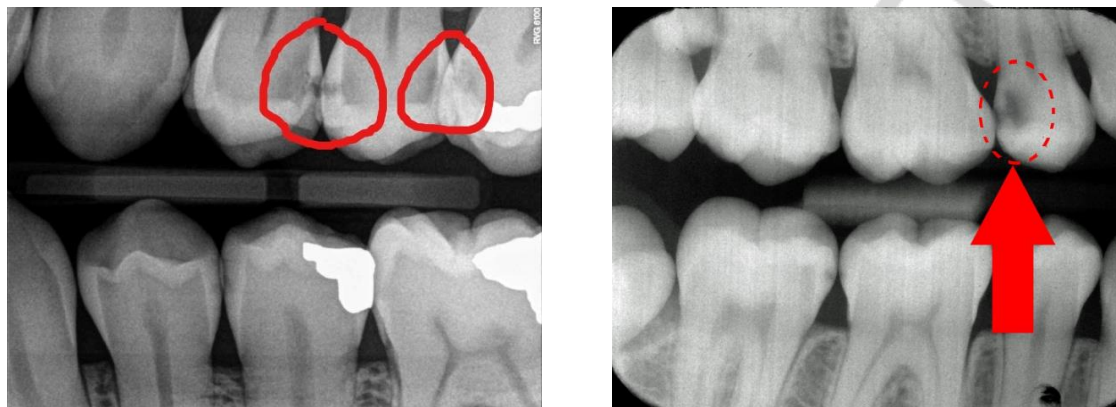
Интерпроксимальная рентгенография для диагностики скрытого проксимального кариеса
